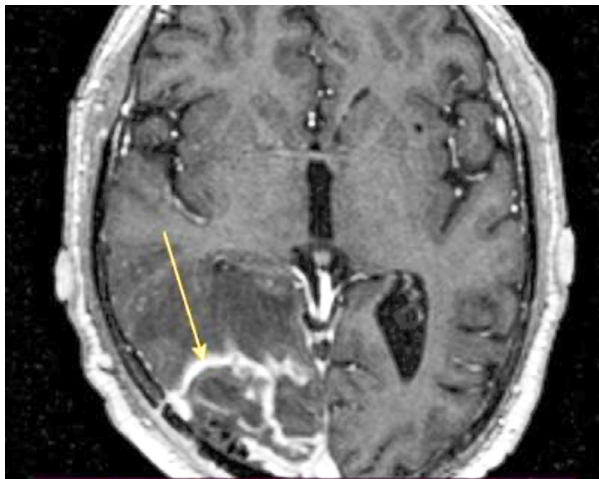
МРТ головного мозга через 1 мес. после хирургического лечения. Геморрагическое пропитывание после хирургического удаления метастаза правой затылочной области (желтая стрелка).
